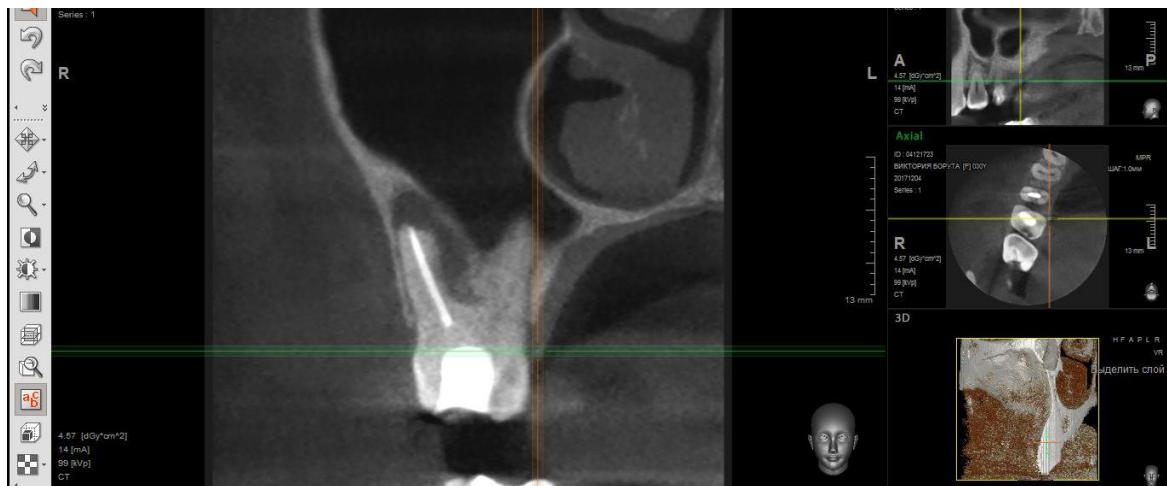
Фотографія КТ-знімка 26 зуба; фронтальна (корональна) проекція.
